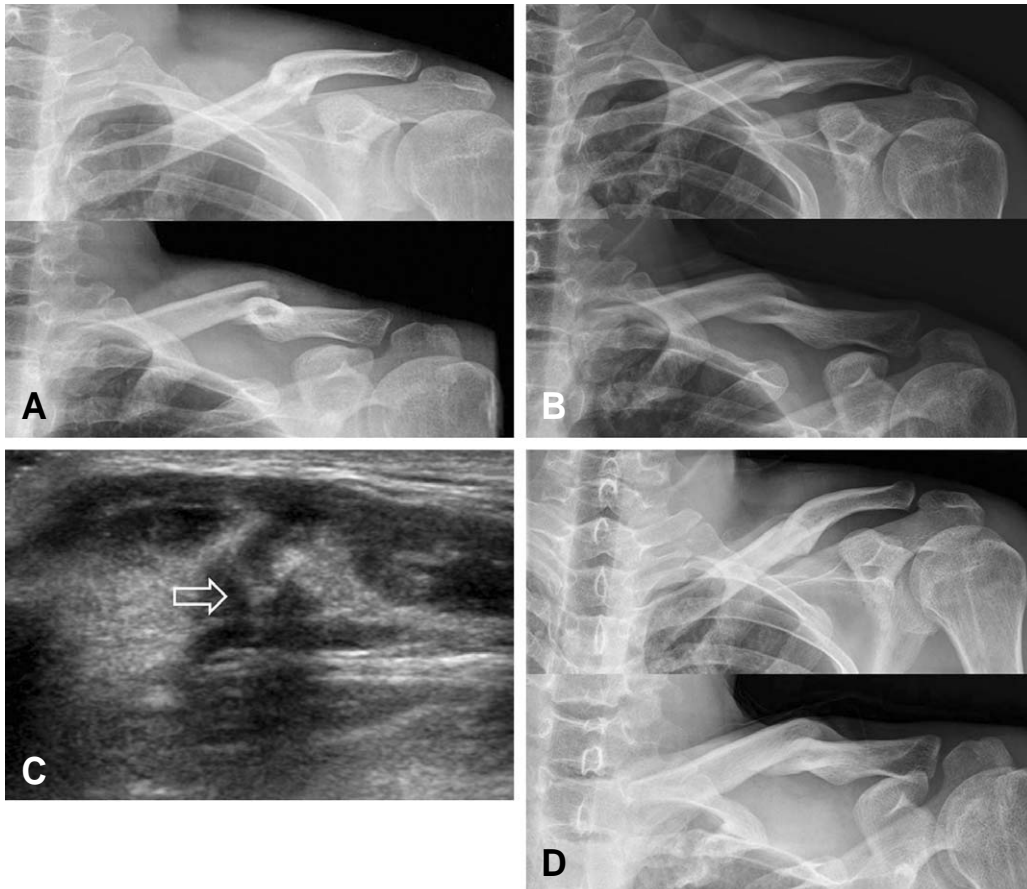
A 37-year-old male patient confessed feeling pain in the left shoulder. (A) Initial X-ray showed Robinson classification type 2B1 midshaft fracture in the left clavicle. (B) 3 months later, there was no definite callus formation on the fracture site. (C) An ultrasonography of the fracture site revealed a hyperechoic tissue (arrow) which was considered to be ossified callus. (D) 6 months later, a simple X-ray showed bridging callus formation.
